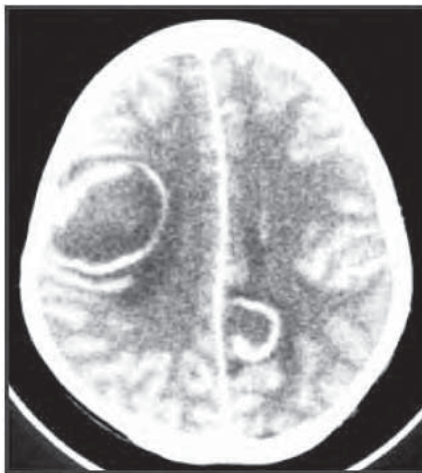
/2.- TAC de cráneo. Abscesos cerebrales múltiples en paciente diabético. Staphylococcus aureus.
